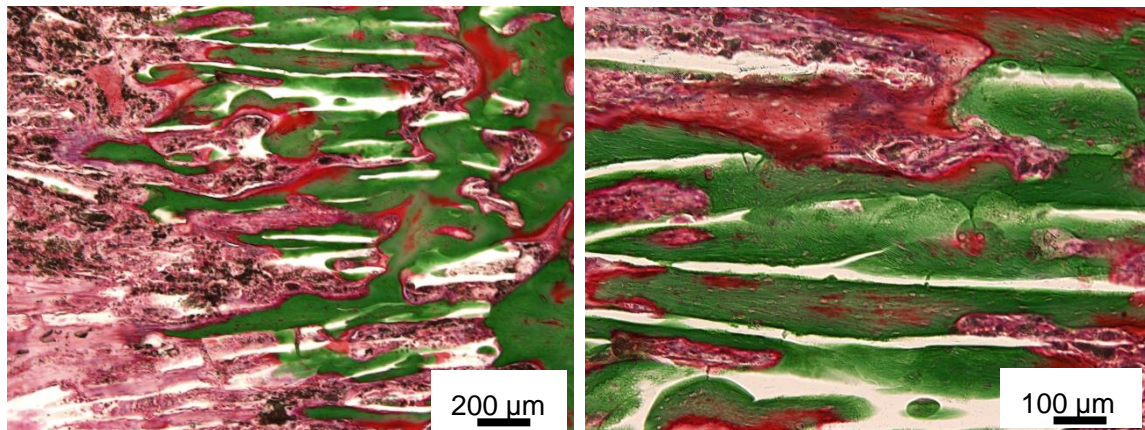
マイクロ CT 上の UDPHAp 内の骨形成を伴う高信号領域 (VG 染色)
